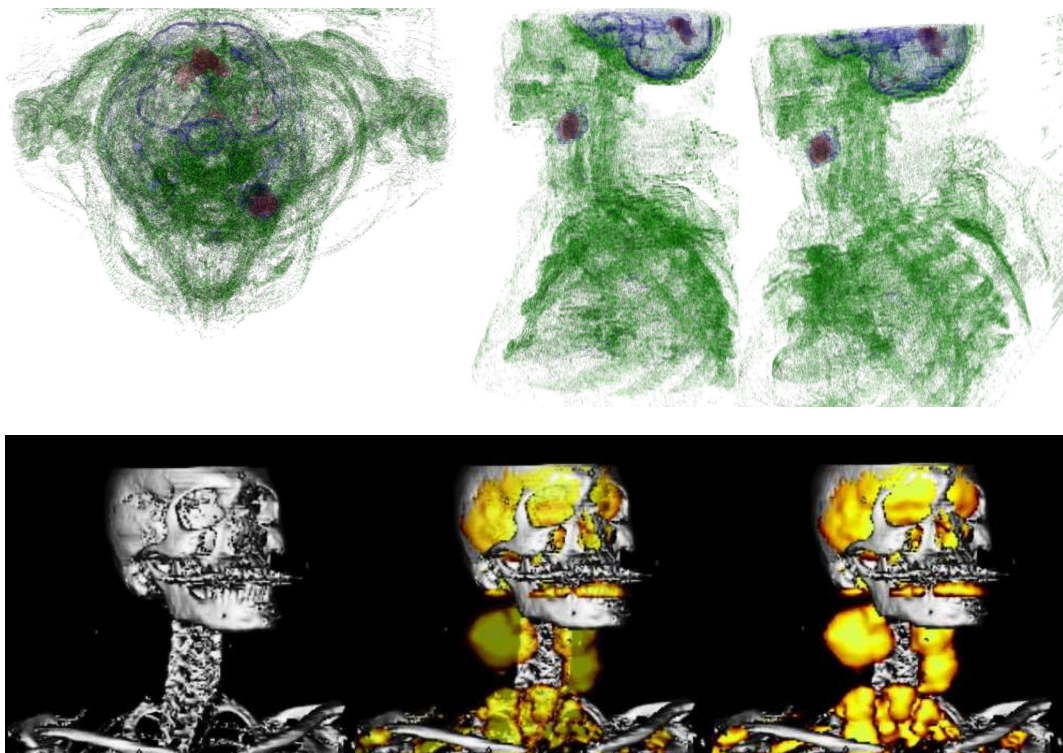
Verschiedene dreidimensionale Visualisierungsmöglichkeiten zur Fusion eines registrierten CT PET Datensatzes
